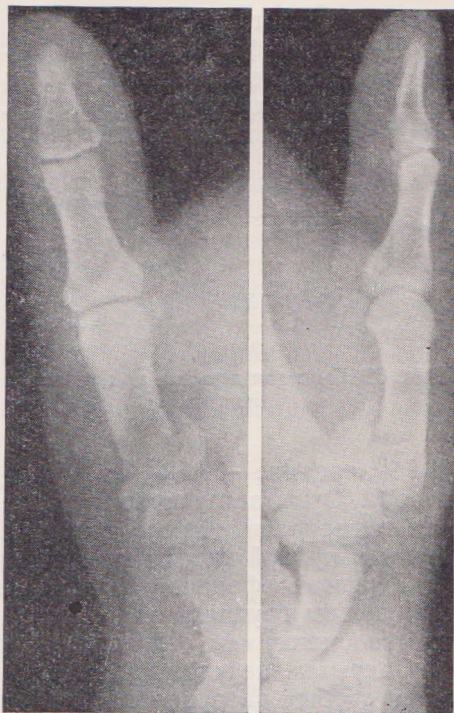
Рентгенограмма перелома Беннета.
